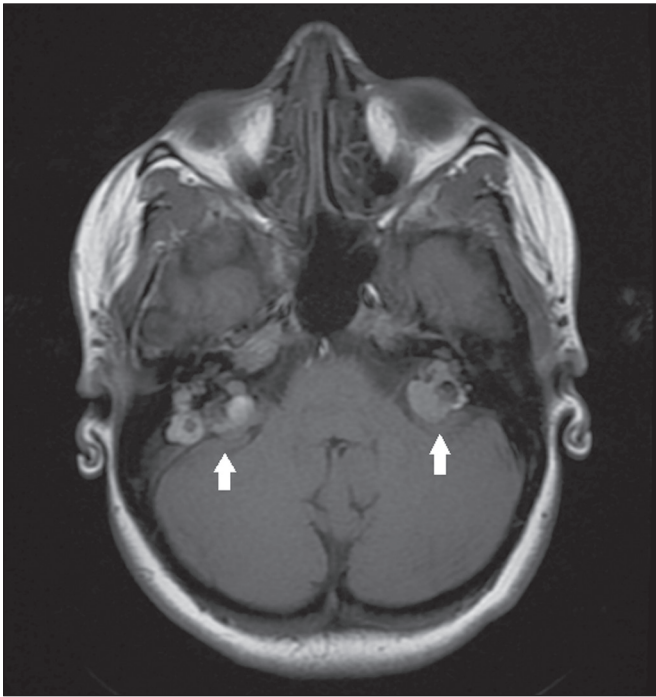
Tumor do saco endolinfático. RM, sequência T1 sem contraste, corte axial. Paciente com doença de von-Hippel-Lindau apresentando tumor de saco endolinfático bilateral (setas).
